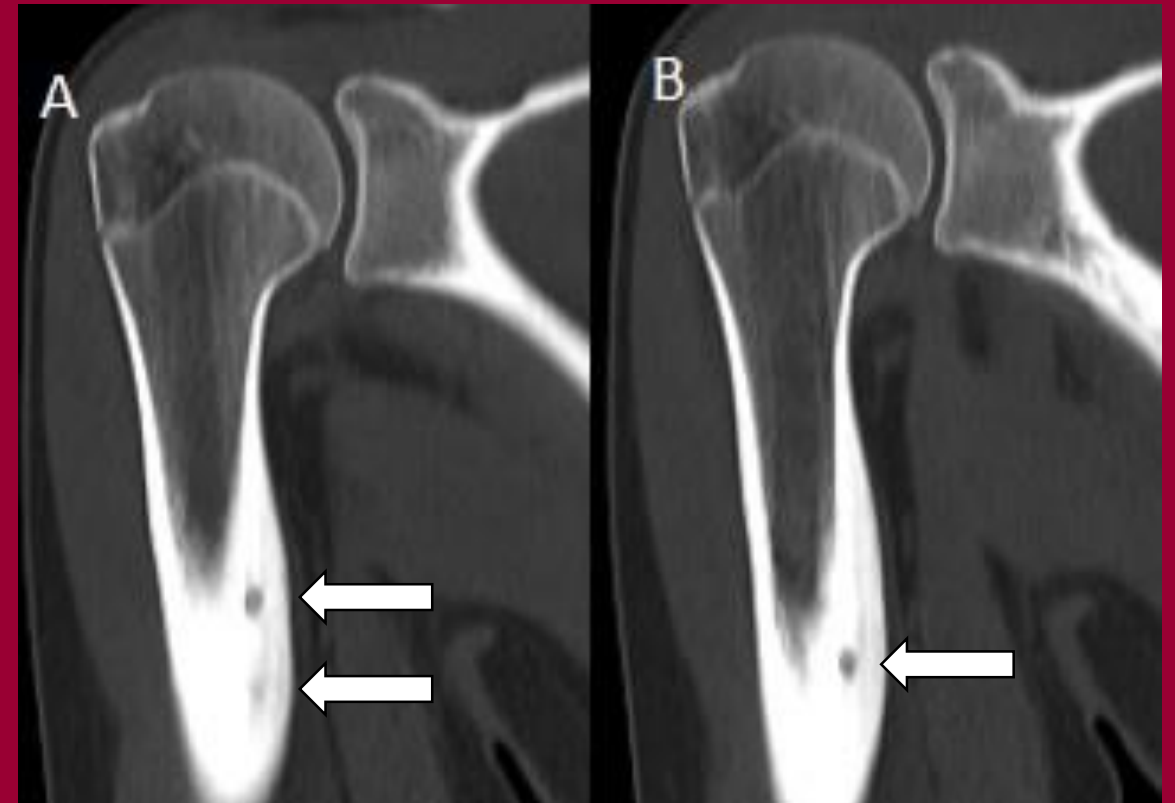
TC de brazo derecho, corte coronal en ventana ósea. En la diáfisis proximal del humero, se observan dos nidos, intracorticales y marcada reacción perióstica (flechas).
